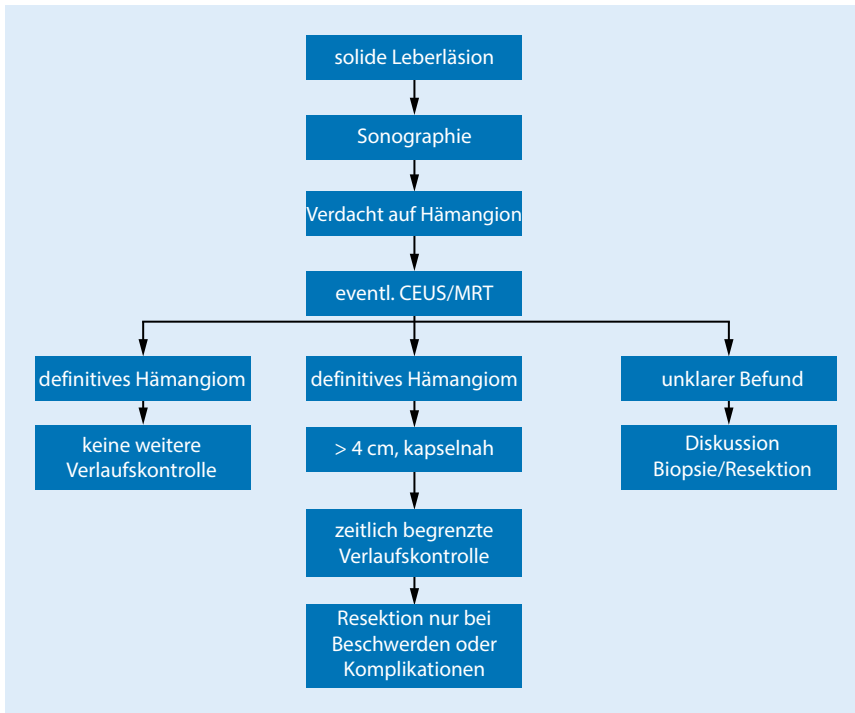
▲ Vorgehen bei Verdacht auf das Vorliegen eines Leberhämangioms. *CEUS* kontrastmittelverstärkter Ultraschall, *MRT* Magnetresonanztomographie. (Adaptiert nach [31])
